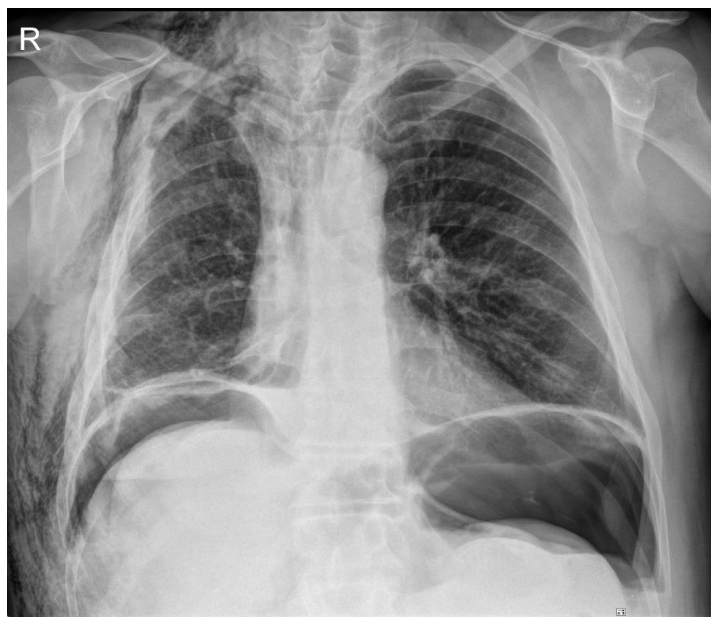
Рентгенограмма грудной клетки пациента С., 64 года, через 3 суток после четырехреберной корригирующей верхнезадней торакопластики справа. Остаточная плевральная полость устранена, достигнут аэростаз, дренажи удалены
